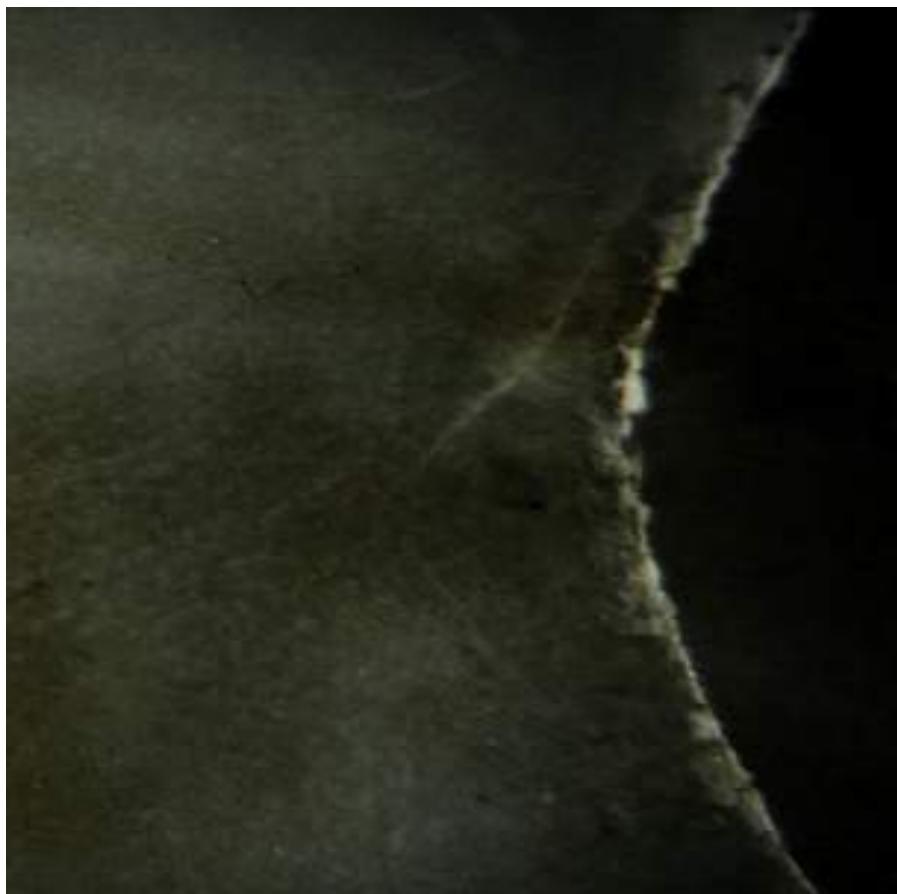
Клінічний випадок. Дитина Д., 11 років, практично здорова. Рентгенологічний знімок кута рота: ямки та ніші у вигляді заглиблень неправильної форми розміром 0,5-1 мм.
